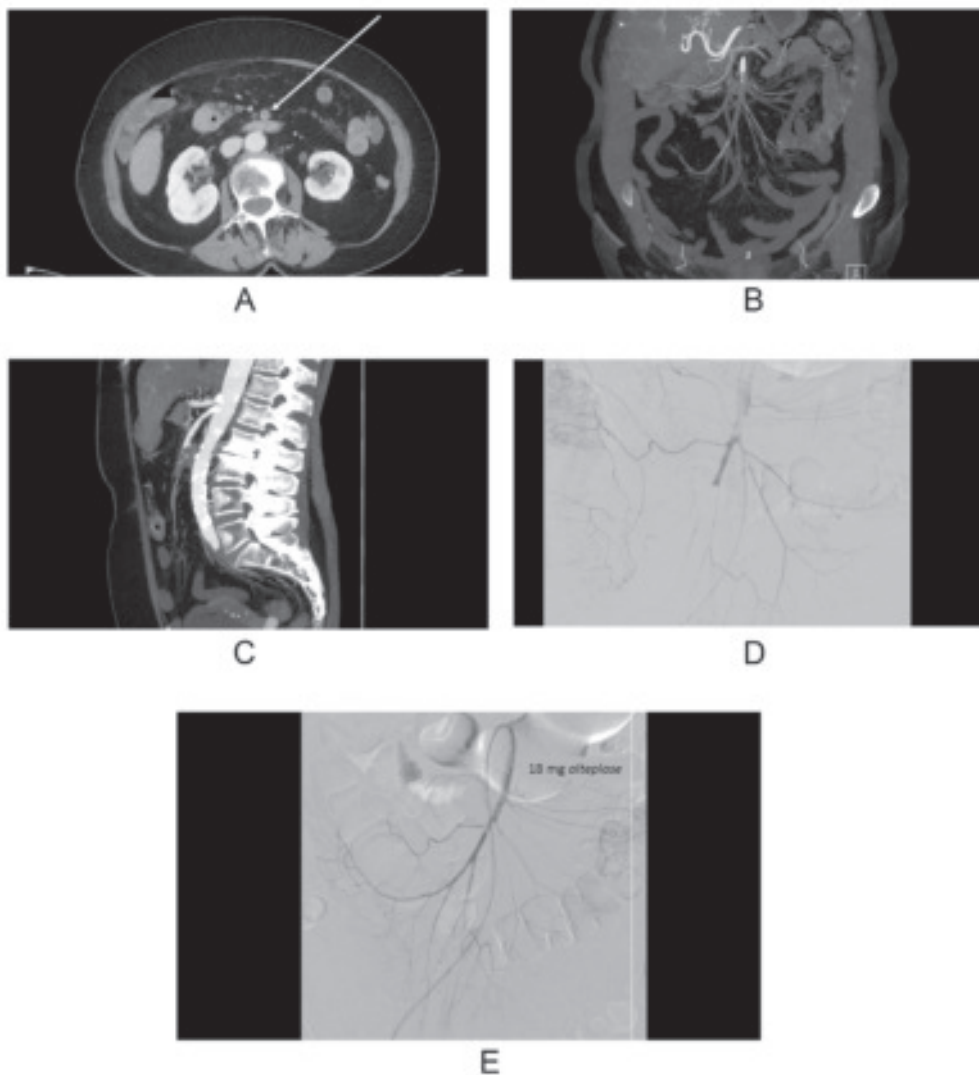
上腸間膜動脈の急性塞栓症症例。CT 血管造影像 (A) 横断像 (B) 冠状断像 (C) 矢状断像。矢状断像 (C) では典型的な卵の殻状 (上に凸) の塞栓による閉塞がはっきりと確認される。アルテプラーゼ 18mg を局所投与した前 (D) と後 (E) の上腸間膜動脈血管撮影像。局注後には塞栓が消失している。腹腔鏡では所見を認めず、順調に回復した。
